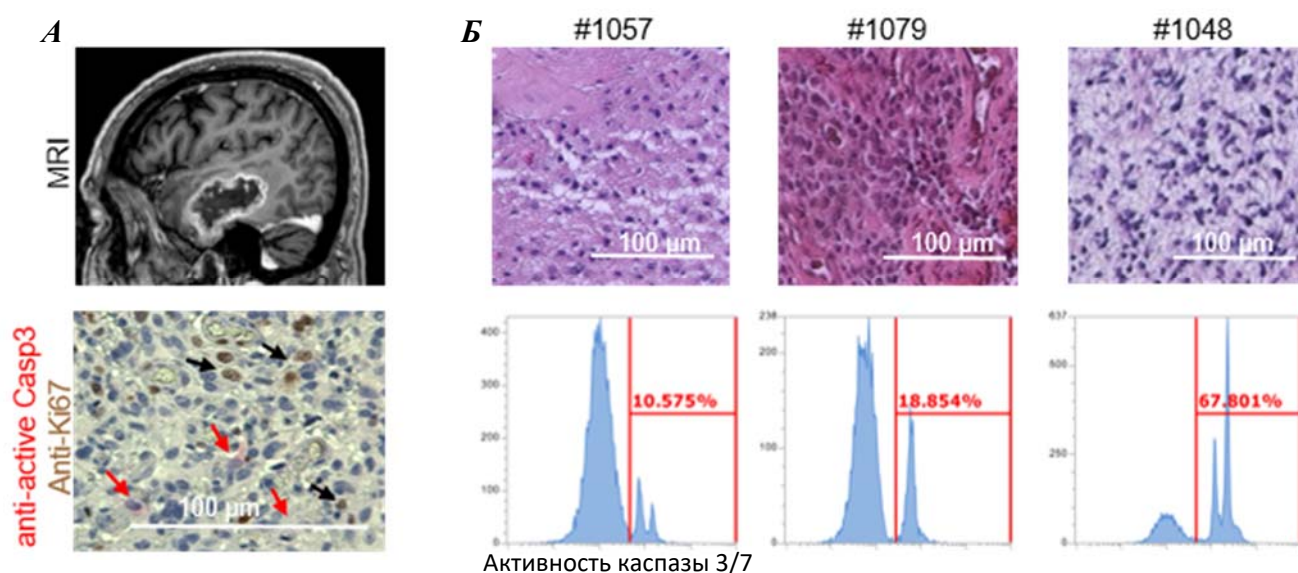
А – МРТ пациента с глиобластомой (сверху) и окраска среза глиобластомы человека антителами на маркёр апоптоза (активированная каспазу-3) и маркёр пролиферации (Ki67) (снизу). Б – Окраска гематоксилином и эозином срезов глиобластомы, полученных от трёх различных пациентов, (сверху) и определение уровня апоптоза методом проточной цитофлуориметрии в соответствующих опухолях (снизу).
